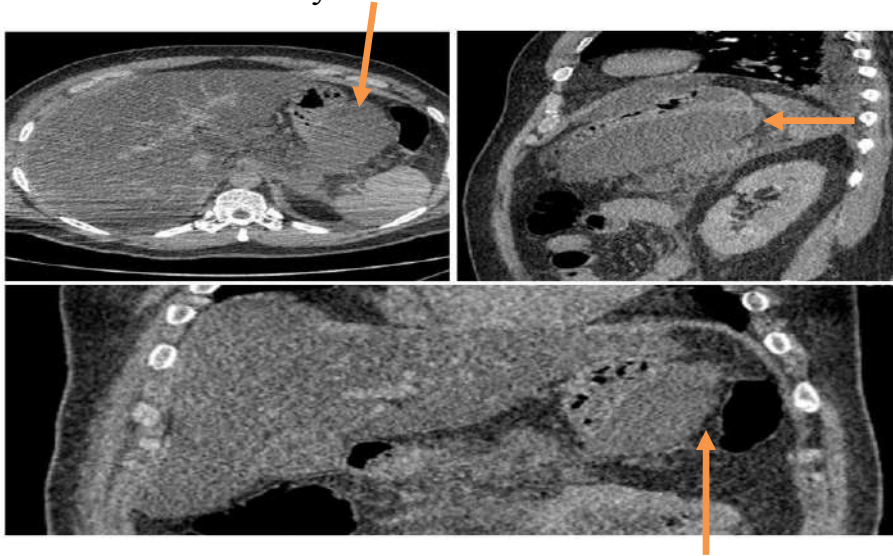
КТ ОБП с болюсным контрастированием. 26 день от начала заболевания. Стрелками указан абсцесс сальниковой сумки.
